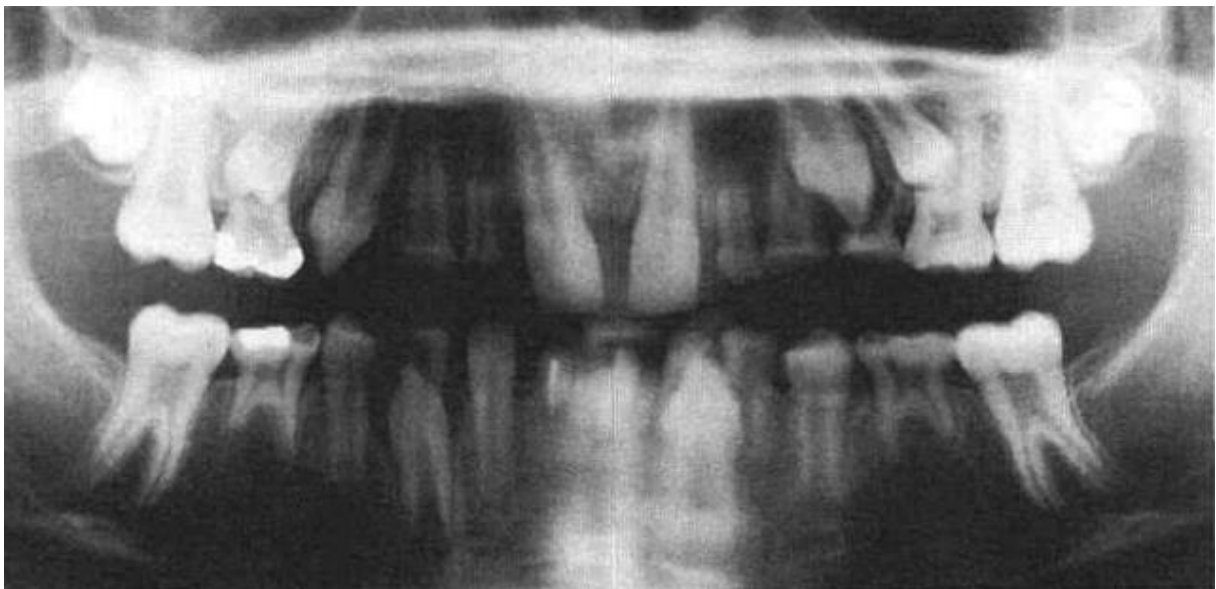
Radiographie panoramique d'un patient présentant une oligodontie et des dents taurodontiques (276).
